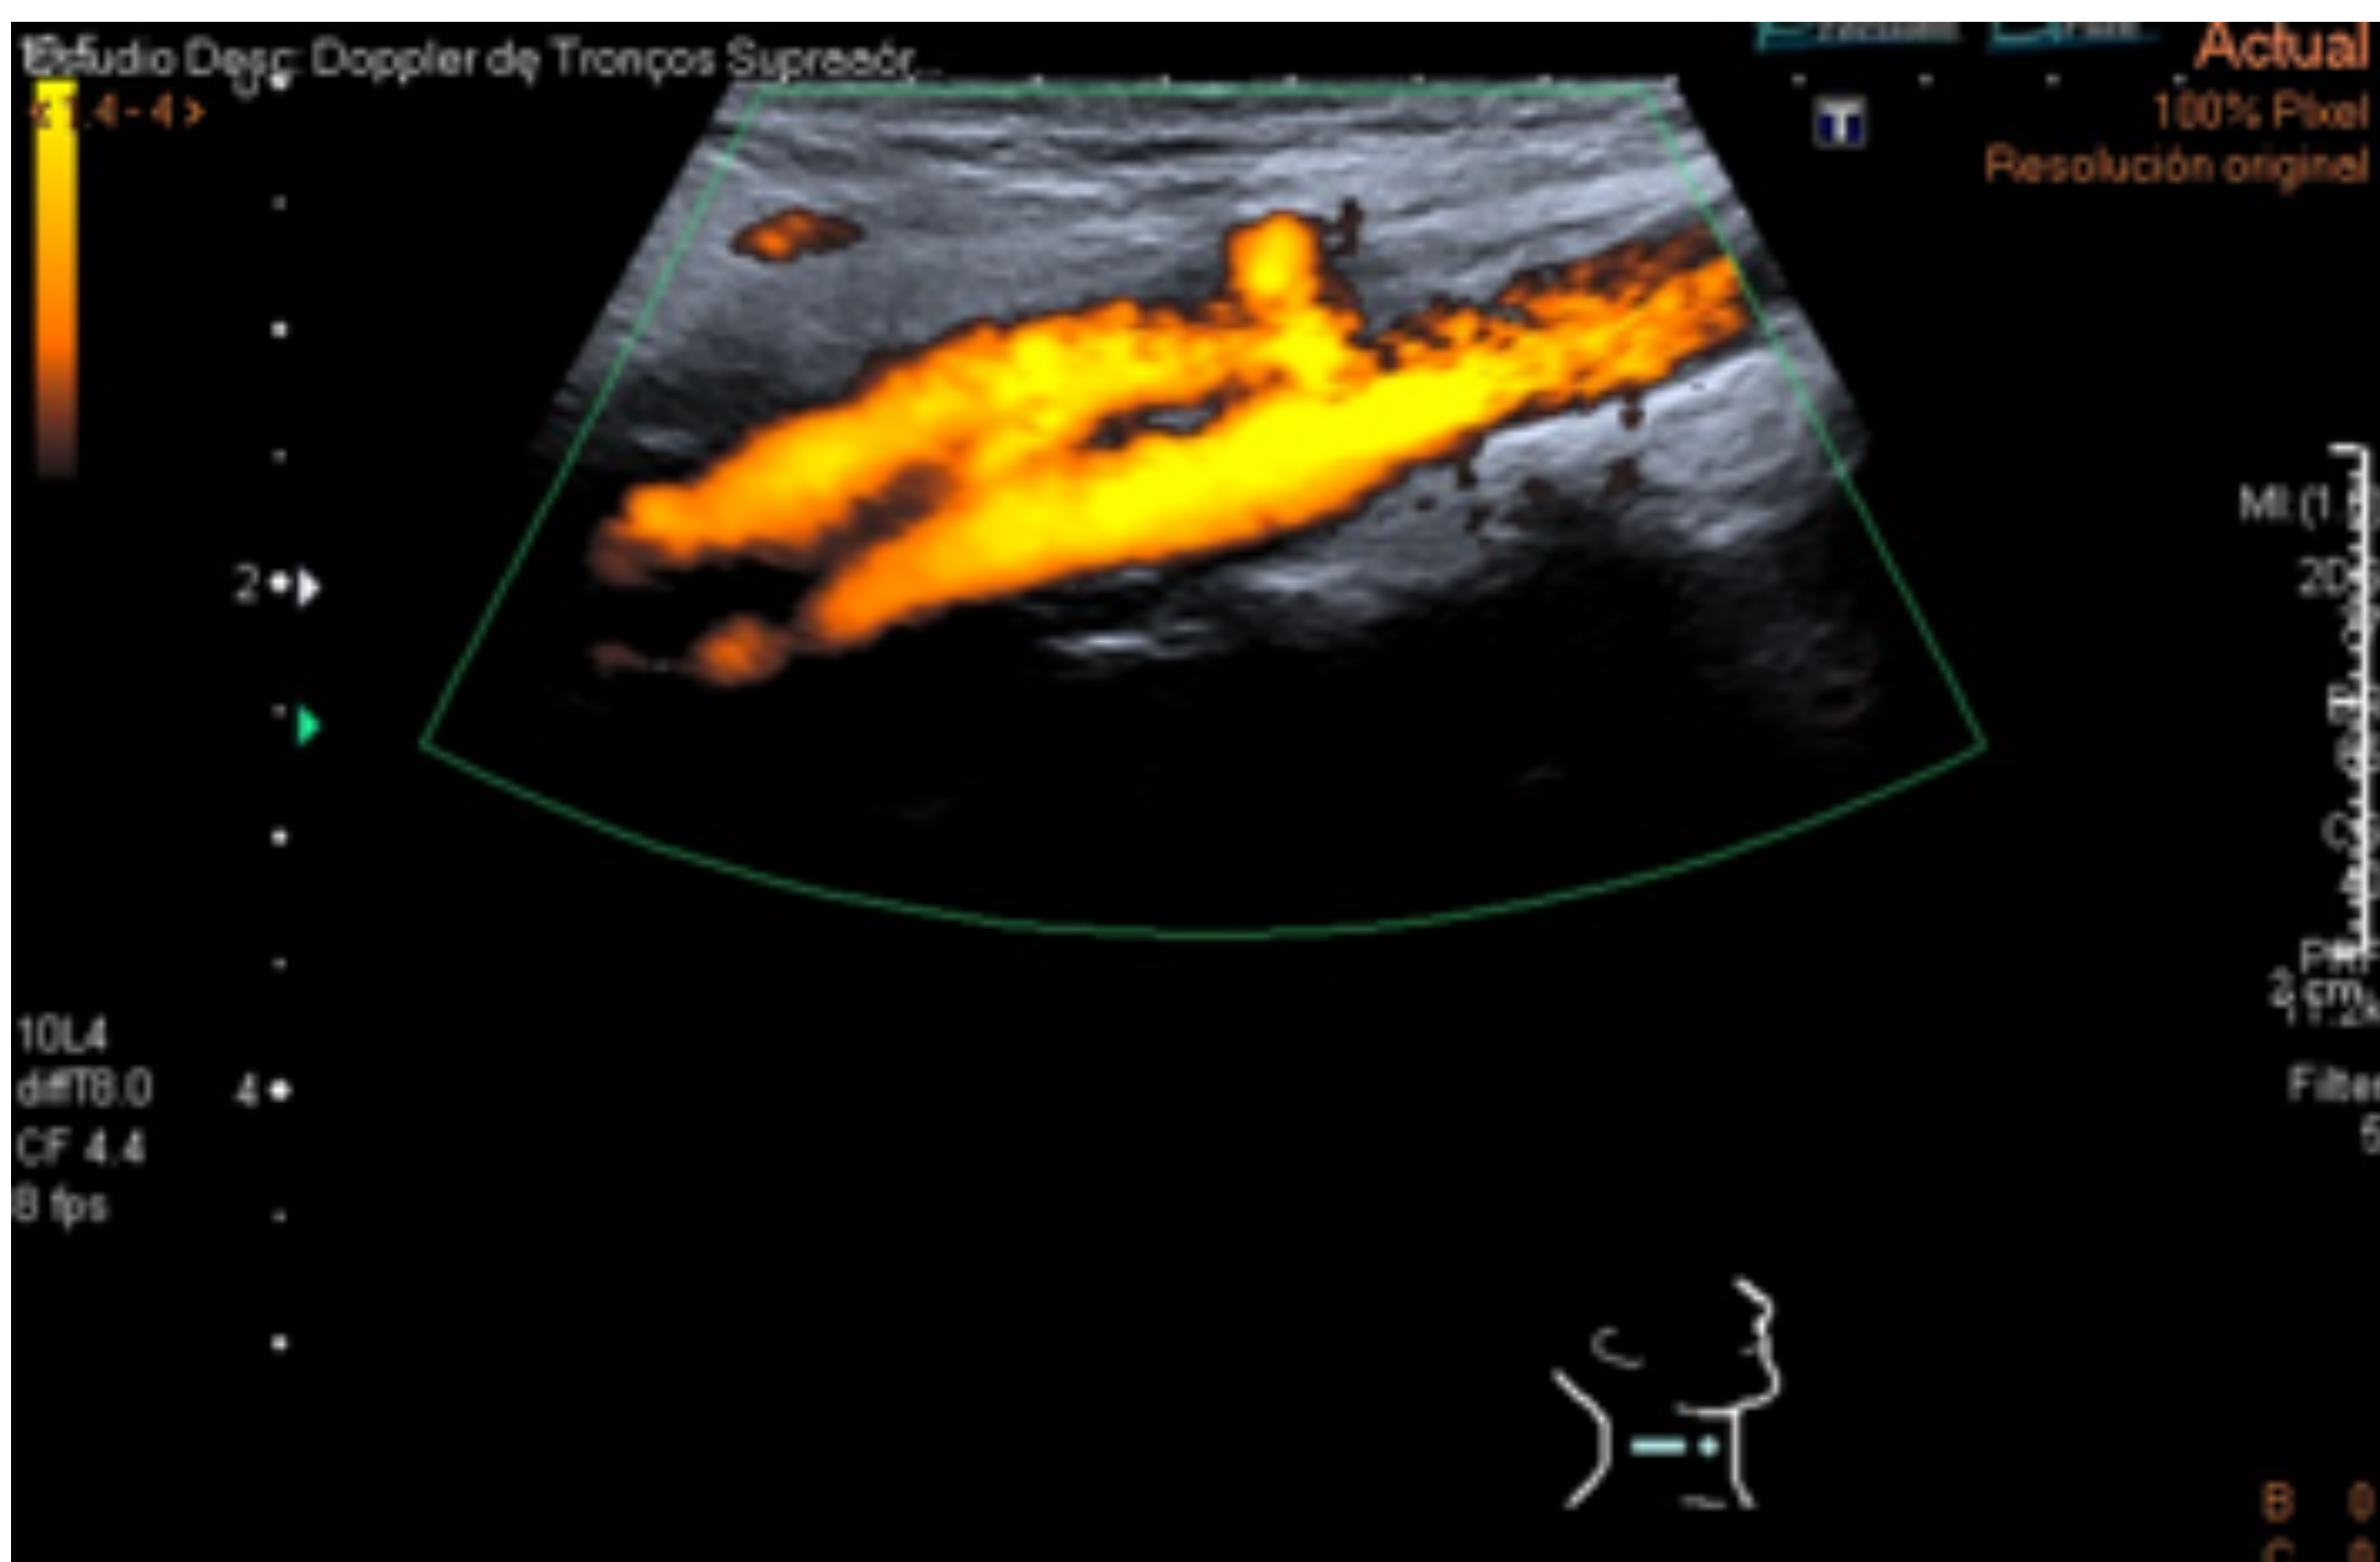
Ecografía troncos supraaórticos. Bifurcación carotídea.
